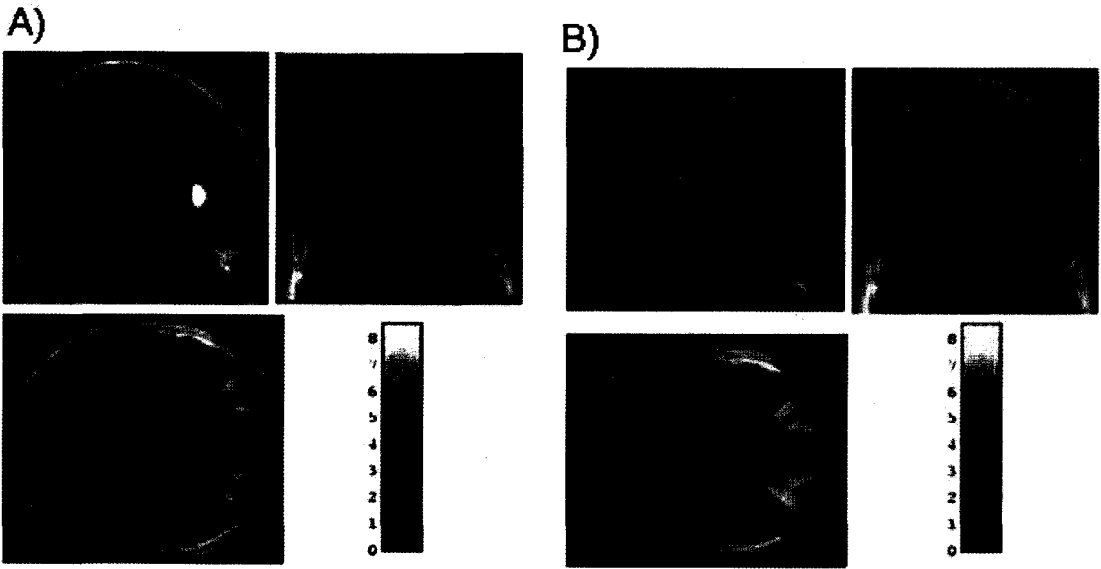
The brain regions with significant decrease of FDG uptake (A) in left mTLE relative to normal and (B) in right mTLE relative to normal control (FDG $\alpha=0.01$)
